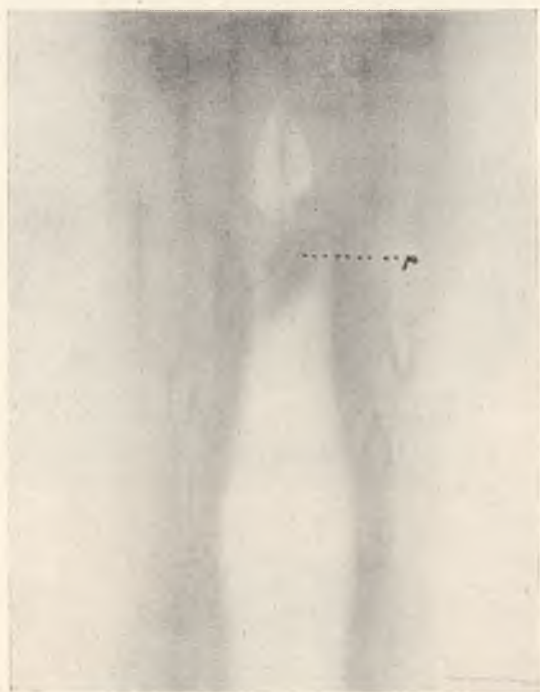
J. G. Zdjęcie tomograficzne krtani w głębokości 3 cm p. zarysy tego guza.
